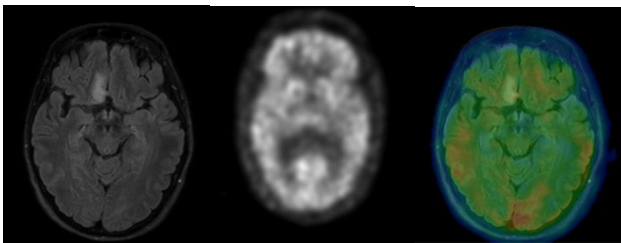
Izda: Imagen anatómica del cerebro, IRM; centro: Imagen PET; dcha: Imagen PET registrada y fusionada con la imagen de RM.
